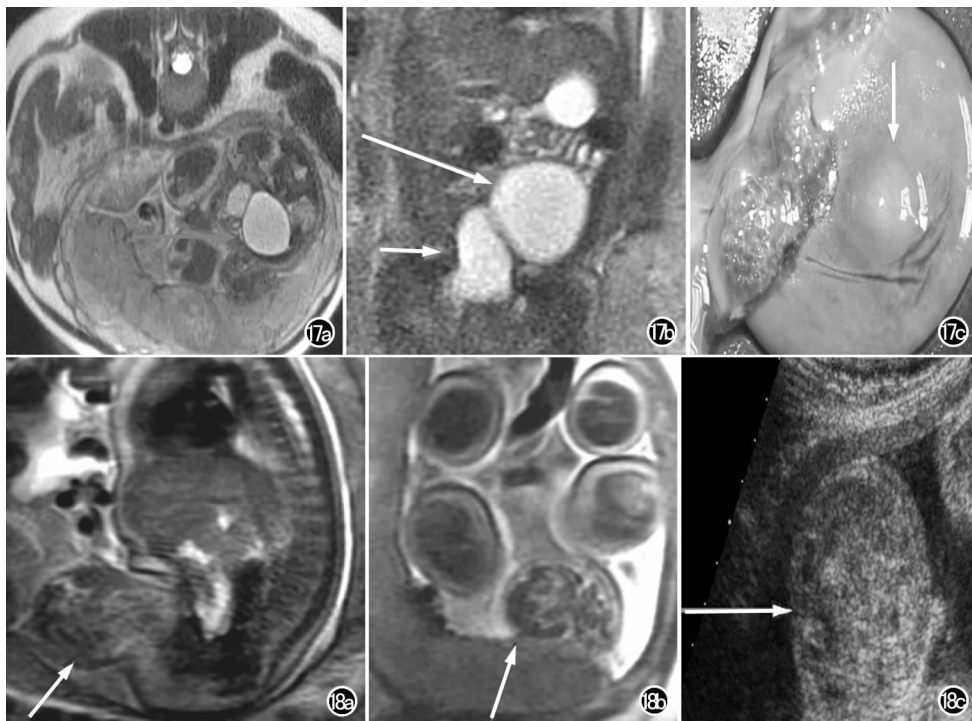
胎儿卵巢囊肿。a) 胎儿腹部 MRI 轴面; b) MRI 冠状面; 显示左侧腹腔内长 T<sub>2</sub> 囊肿 (长箭), 与膀胱 (短箭) 有分隔; c) 为引产后标本。图 18 先天性腹股沟疝。a) 胎儿腹部 MRI 矢状面; b) MRI 冠状面; 显示阴囊区的混杂信号肿块, 其内可见肠管信号 (箭); c) 超声图像。
